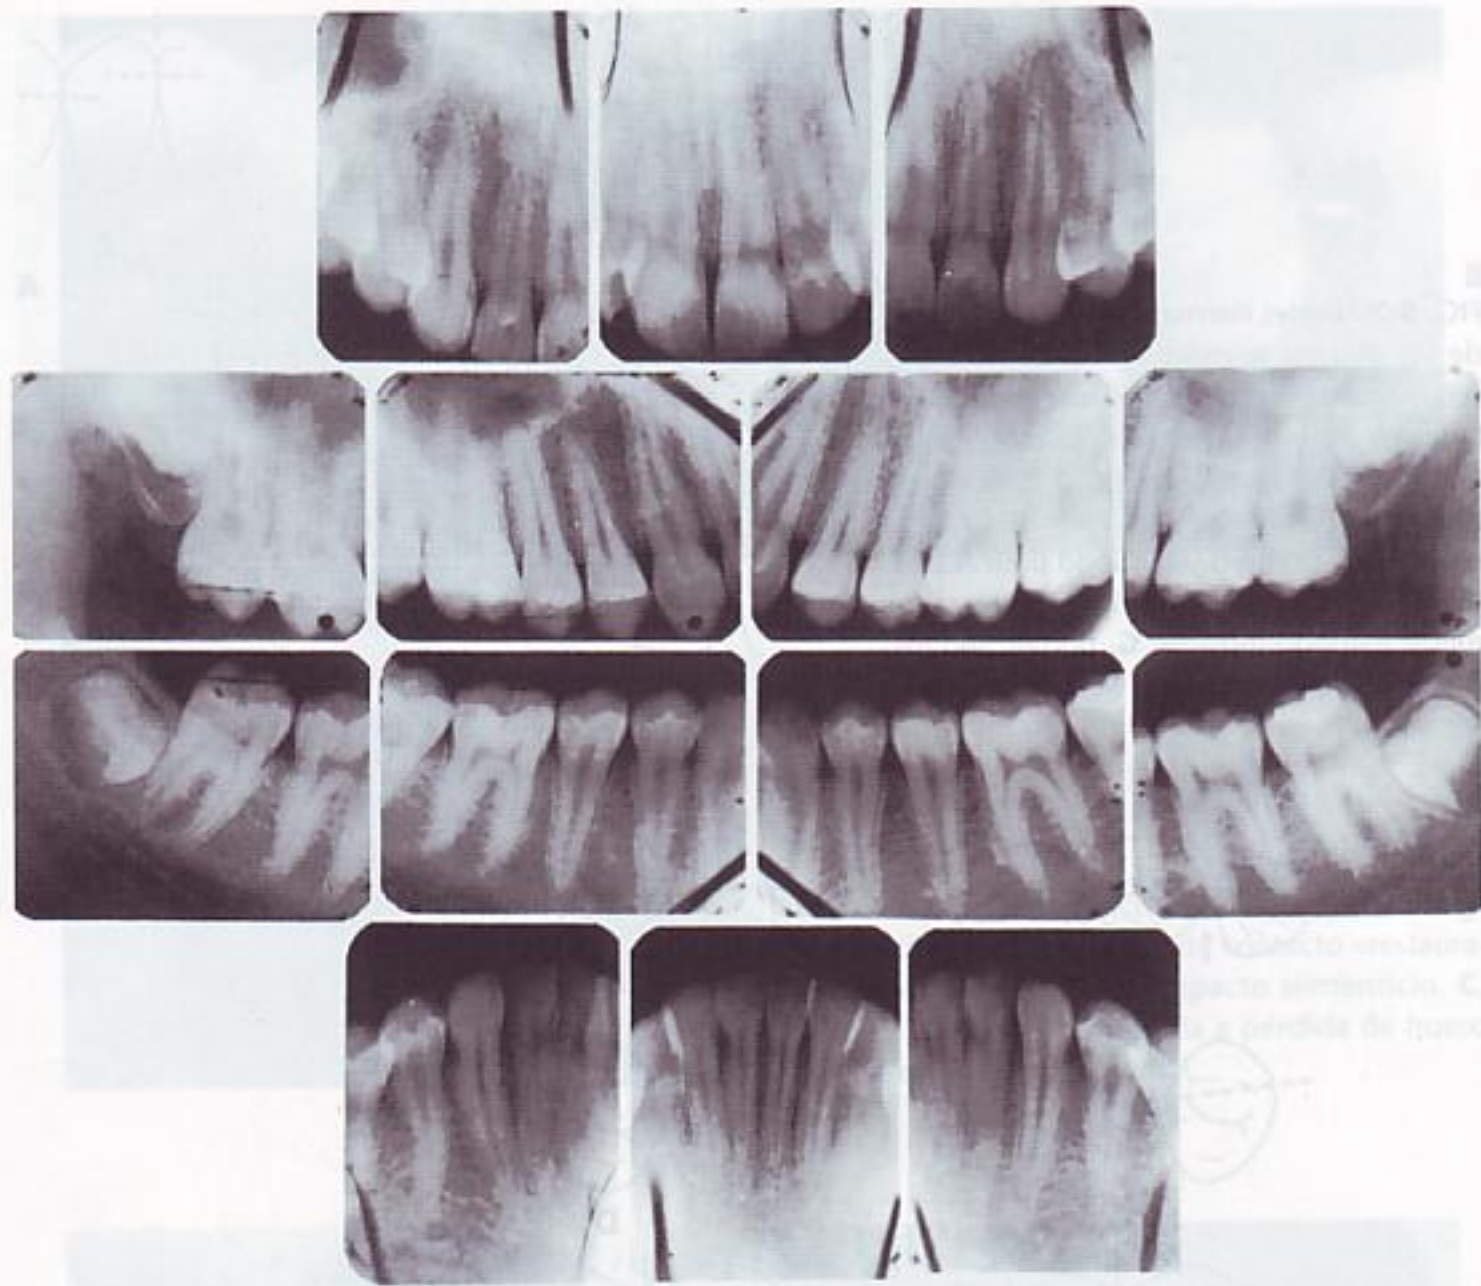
Radiografías que muestran la forma de la cresta alveolar, las áreas de contacto y su relación con la forma de la corona.
